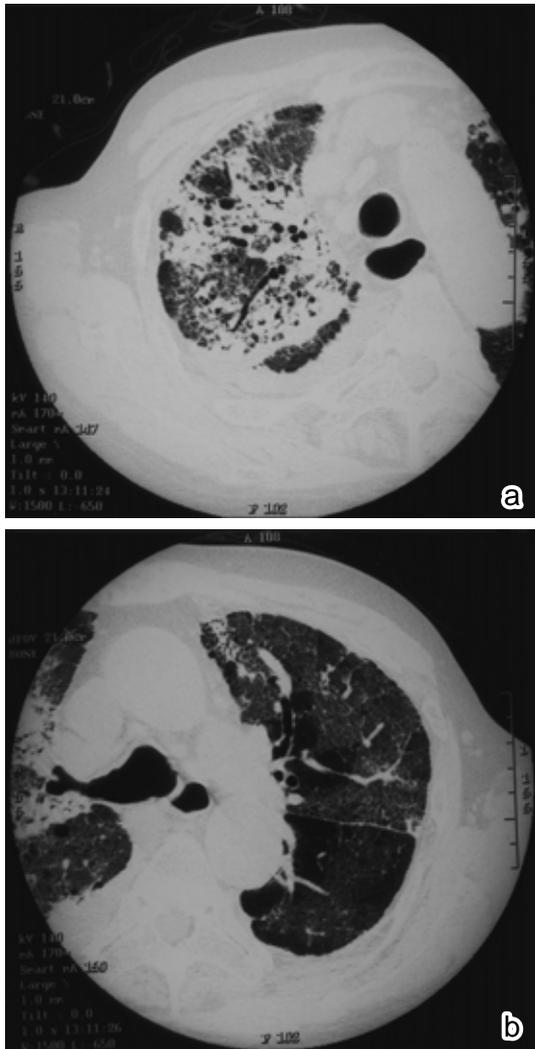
Chest HRCT in case 2 revealing air space consolidation in the right upper lobe (a) ground-glass opacity and thickening of interlobular septum in the entire left lung (b)
